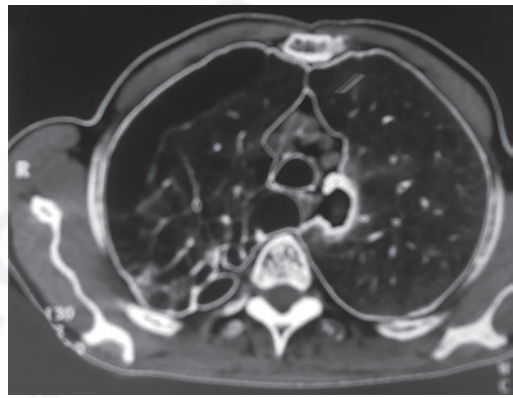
Tomografía axial computarizada. Pulmón simple: presencia de bullas subpleurales en hemitórax derecho. Causa de neumotórax a repetición.
